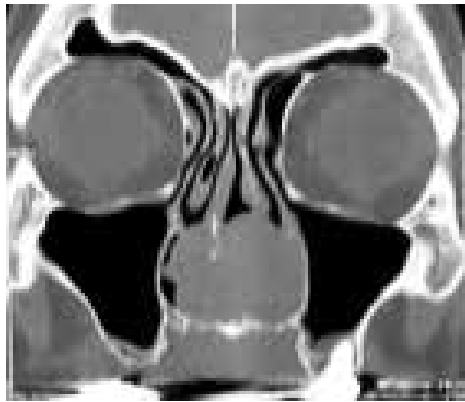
Tomografía de seno paranasales, fase simple, corte coronal. Evidencia de lesión isodensa ocupando ambas fosas nasales.
